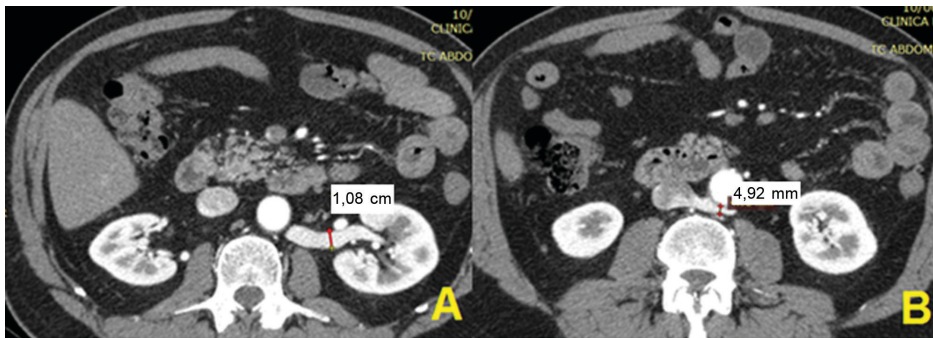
Tomografia computadorizada com contraste endovenoso (paciente n 54). (A) Diâmetro da veia renal esquerda no hilo renal; (B) Diâmetro da veia renal esquerda na topografia retroaórtica.
